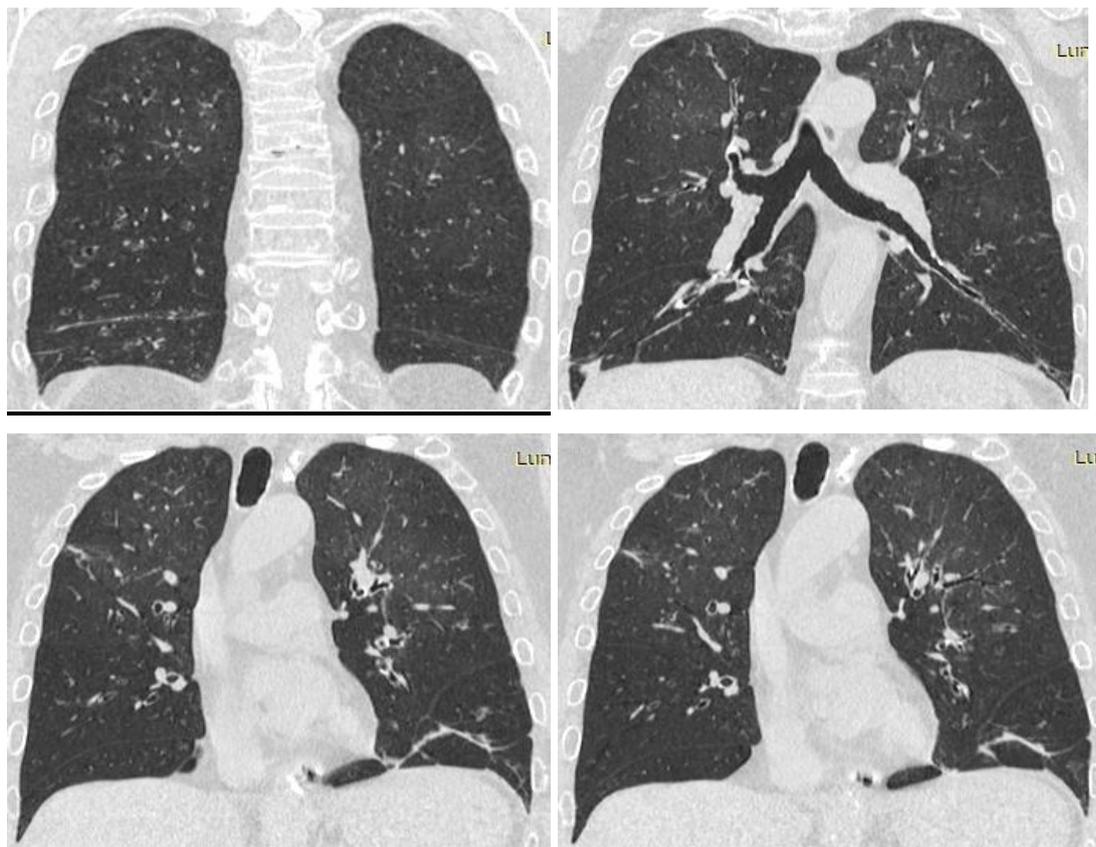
КТ ОГК пациентки Ф.от 21.03.2018 г.
